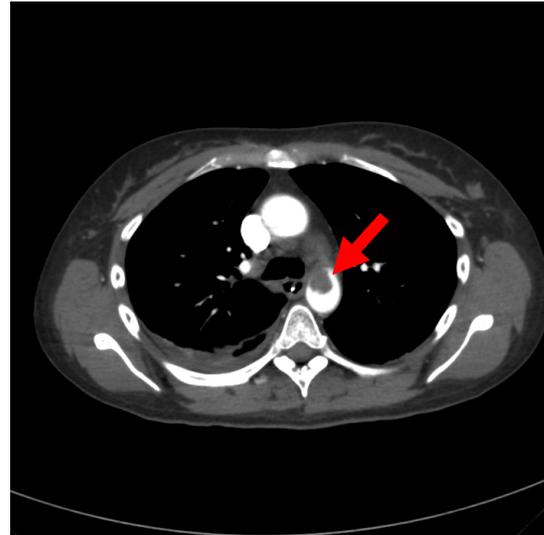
[68]: Darstellung des Thrombus im CT-Bild, transversale Aufnahme (siehe Pfeil)
